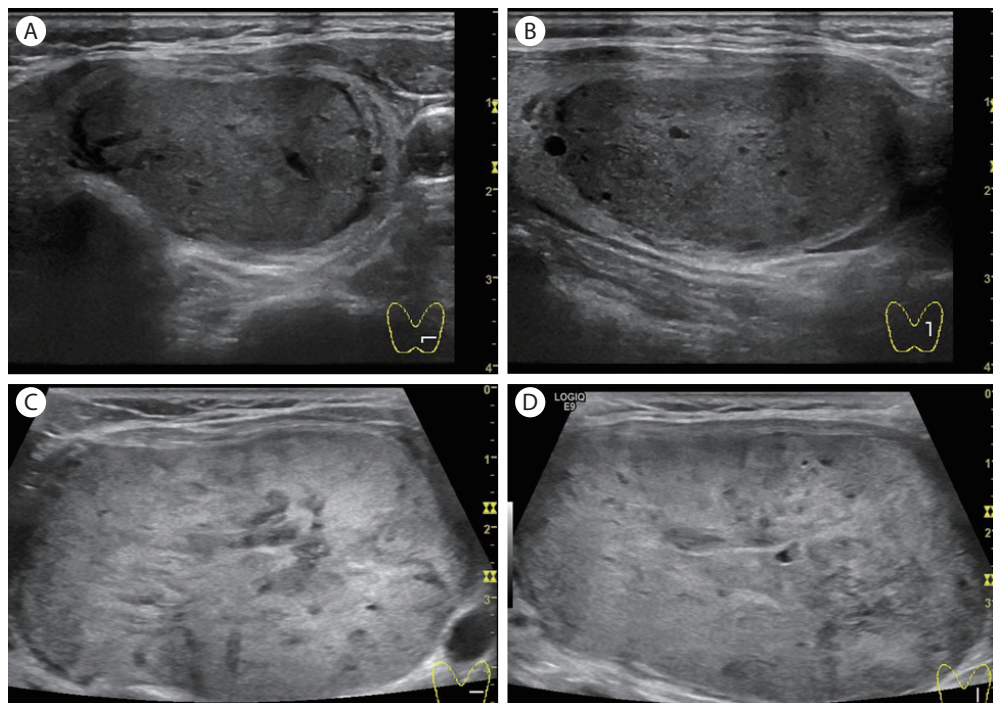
Thyroid ultrasound of well-defined isoechoic solid nodule in left thyroid lobe. On initial presentation, 3.4 × 2.2 × 4.0 cm sized thyroid nodule in transverse view (A) and longitudinal view (B). About 4 years later, on preoperative evaluation, 6.5 × 3.8 × 7.1 cm sized thyroid nodule in transverse view (C) and longitudinal view (D).
